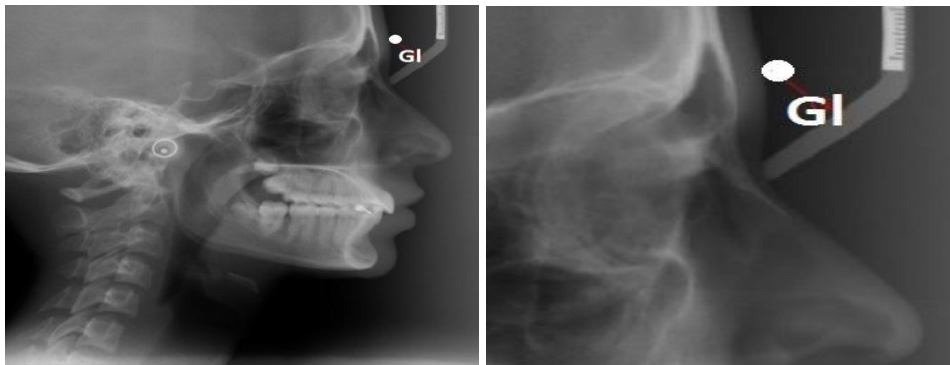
Glabella - aspect radiografic
